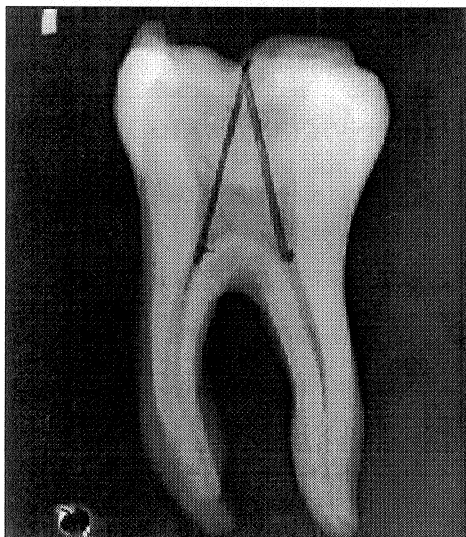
Radiografia de molar inferior com as linhas traçadas partindo da entrada dos canais MV e D até o ponto de eleição situado na convergência das vertentes internas das cúspides vestibulares.
